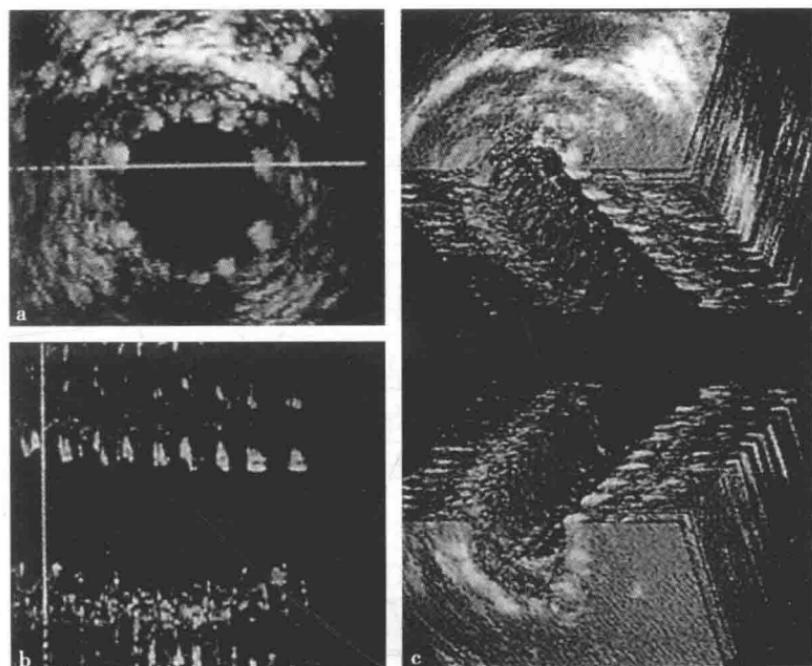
已植入升主动脉 - 冠脉旁路血管的 Wallstent 支架的冠脉内超声图像
